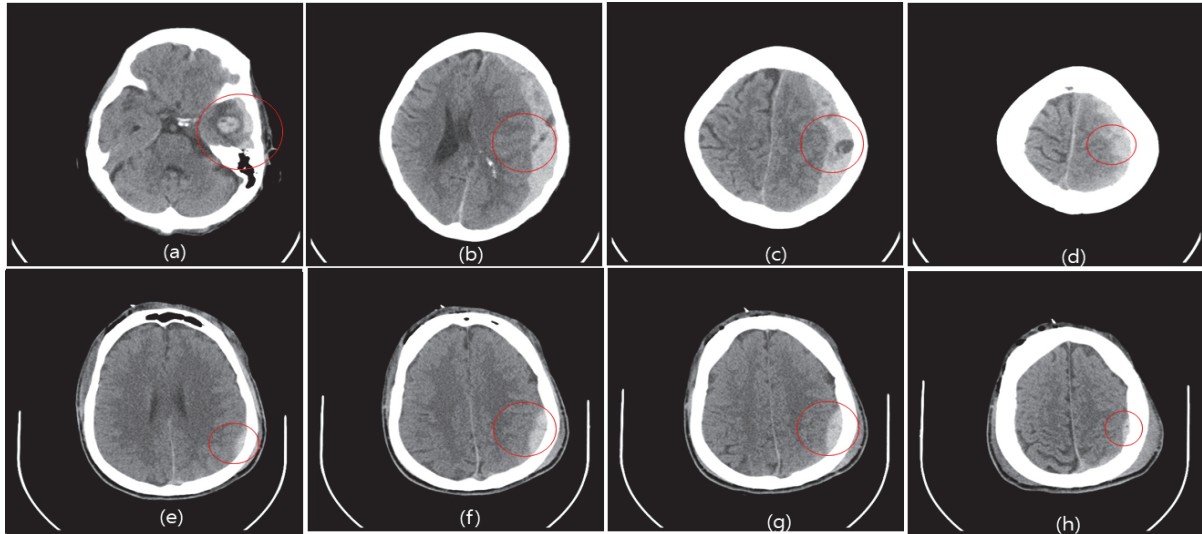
CT images(case 1) with event information removed.
